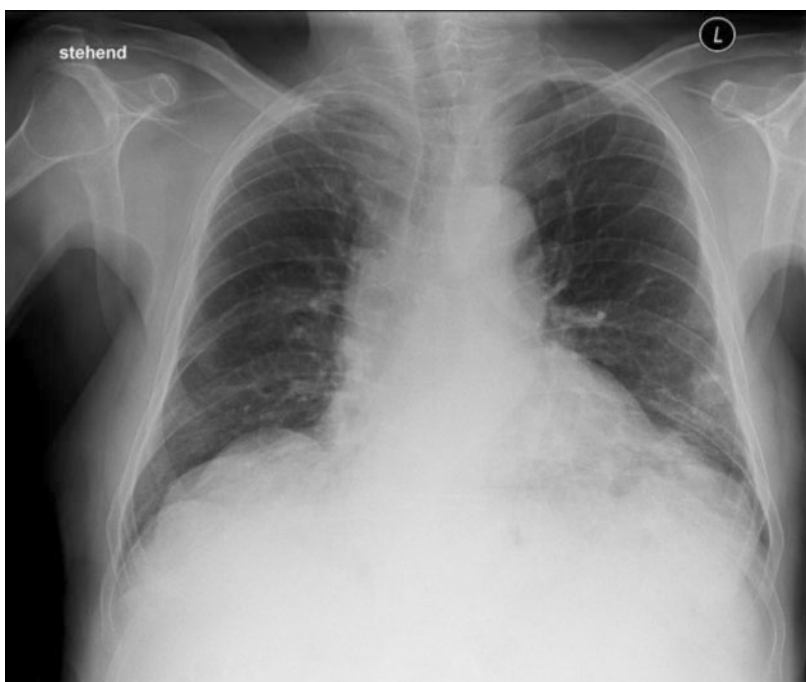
Röntgen-Thorax bei Eintritt des Patienten.
